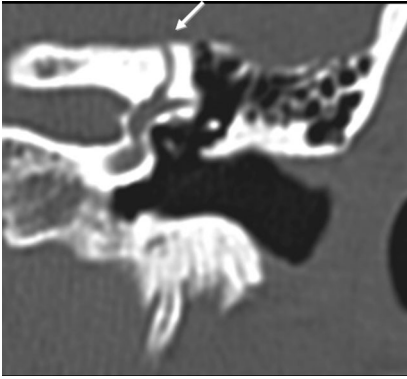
▲ Dehiszenzsyndrom des oberen Bogengangs (Pfeil) in der hochauflösenden Felsenbein-CT. (Institut für Radiologie im Unfallkrankenhaus Berlin, Prof. Dr. S. Mutze)
